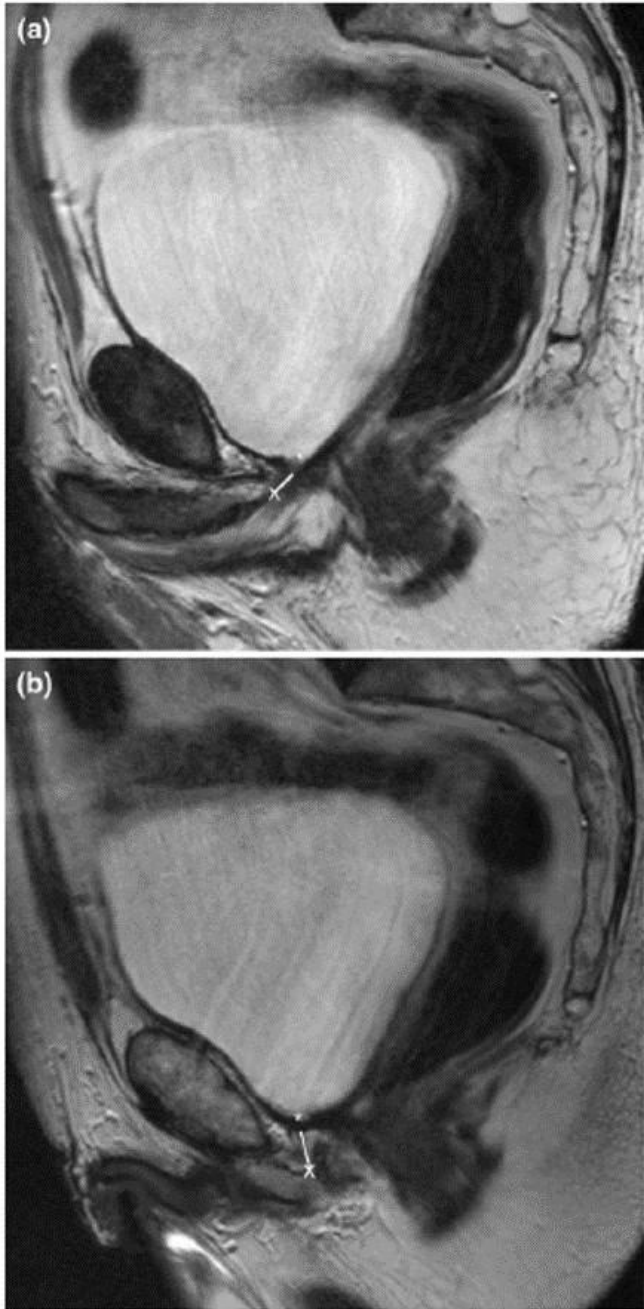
RM: MUL prima (a) e dopo intervento con advance sling (b)
